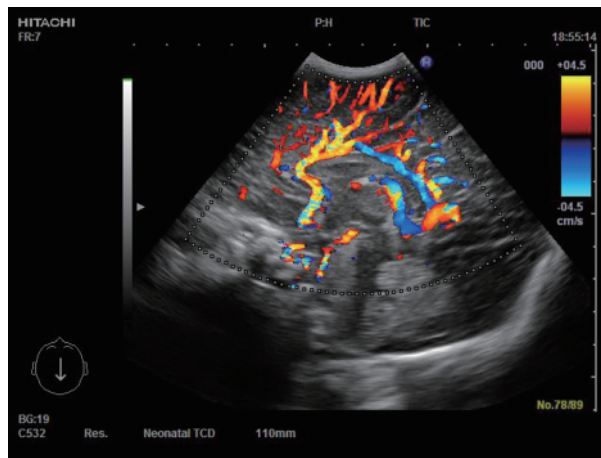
Color Doppler in the neonatal anterior.
